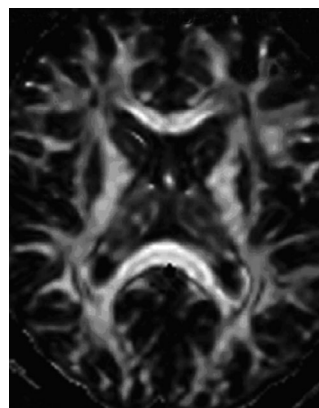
Карта тензора диффузии с градацией серого цвета
